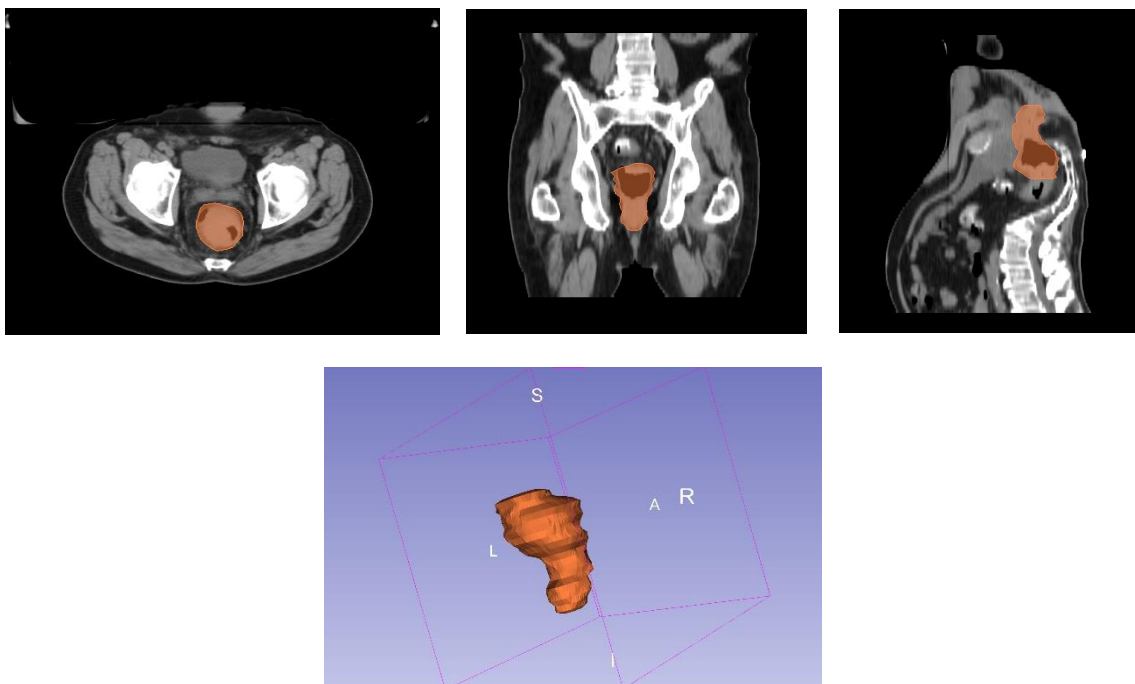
imágenes de tomografía computarizada (TAC) del paciente 1 en los planos axial, coronal y sagital. Estas imágenes, extraídas con el software *Slicer 3D*, resaltan el *Gross Tumor Volume* (GTV).
